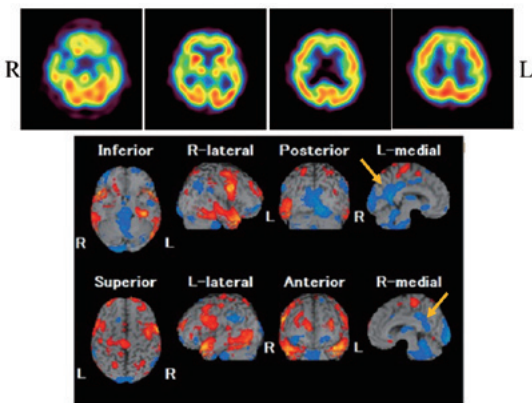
軽度認知障害(mild cognitive impairment; MCI) MMSE 26点でMRIは異常なし。脳血流SPECT横断像にて明らかな異常は指摘し得ない。しかし統計画像解析(eZIS)にて後部帯状回に有意な血流低下(矢印)が確認できる。
